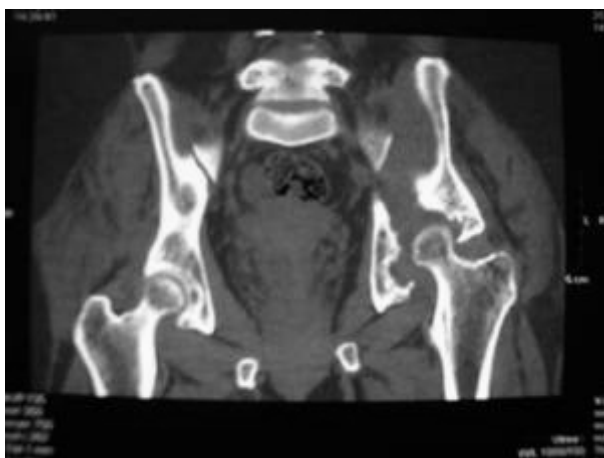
Перелом вертлужной впадины (КТ)
